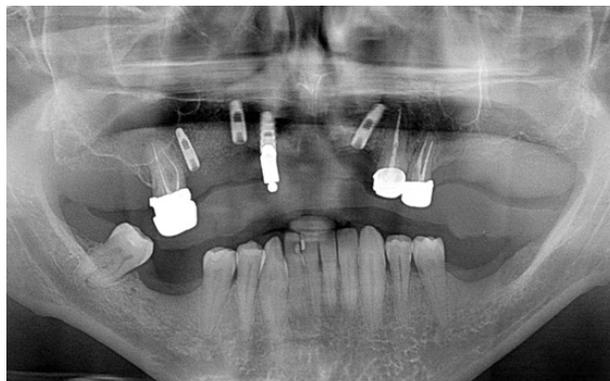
Ortopantomografia post-chirurgia implantare
